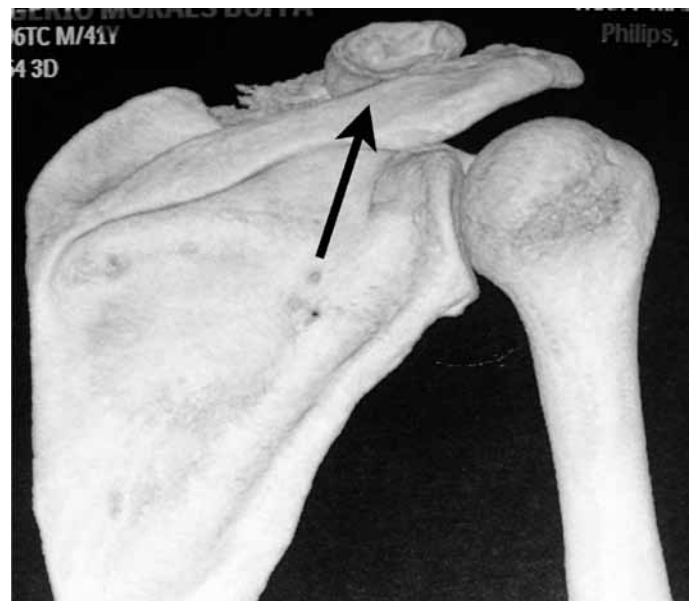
Tomografia computadorizada tridimensional pós-operatória da cintura escapular com visualização posterior.
